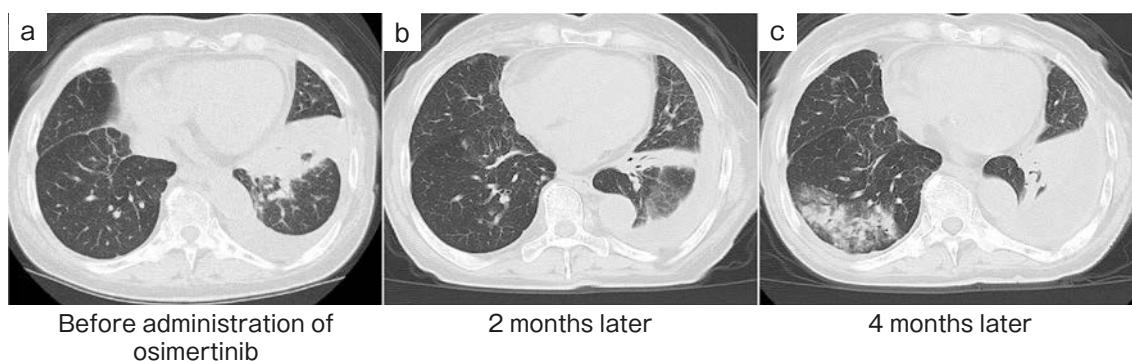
A comparison of CT findings before and after osimertinib treatment. (a) Before administration of osimertinib. (b) Two months later. CT scan showed a temporary reduction of the consolidation in the left lower lobe after the start of osimertinib administration. (c) However, disease progression was observed four months later.
